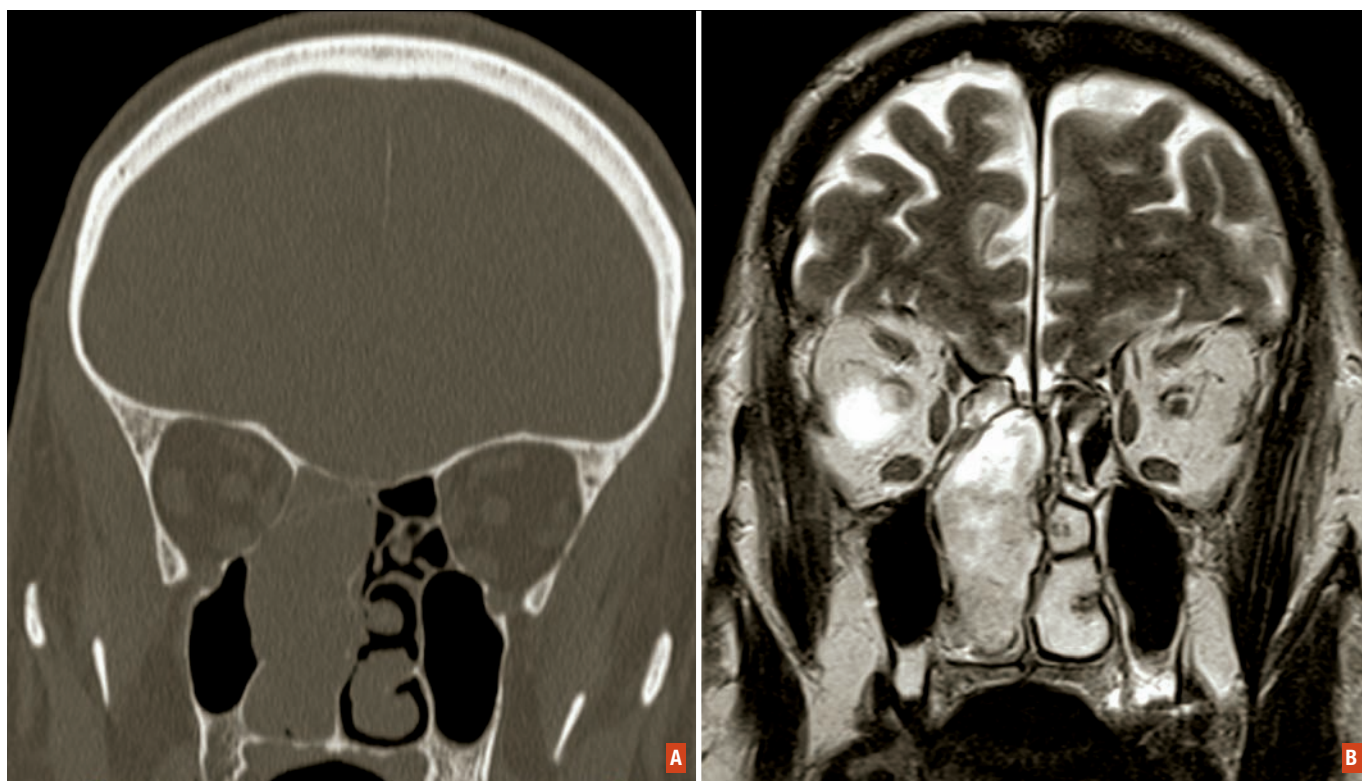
Coupes coronales en TDM (A) et IRM T2 (B) d'un adénocarcinome naso-ethmoïdal droit au contact de la base du crâne (gouttière olfactive).
